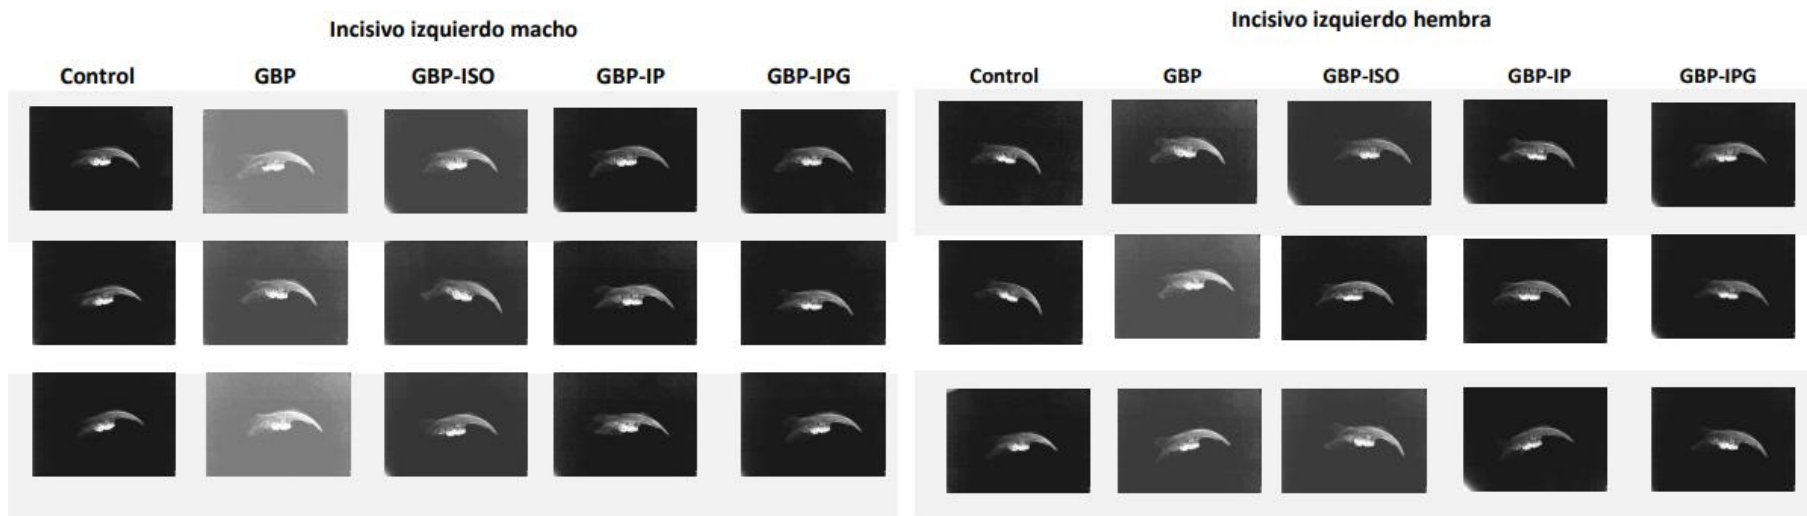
Radiografías de huesos largos (húmero, radio, tibia, fémur, olécranon) e incisivo izquierdo de tres crías Wistar macho y hembra por grupo de estudio (Control, GBP, GBP-ISO, GBP-IP, GBP-IPG).
